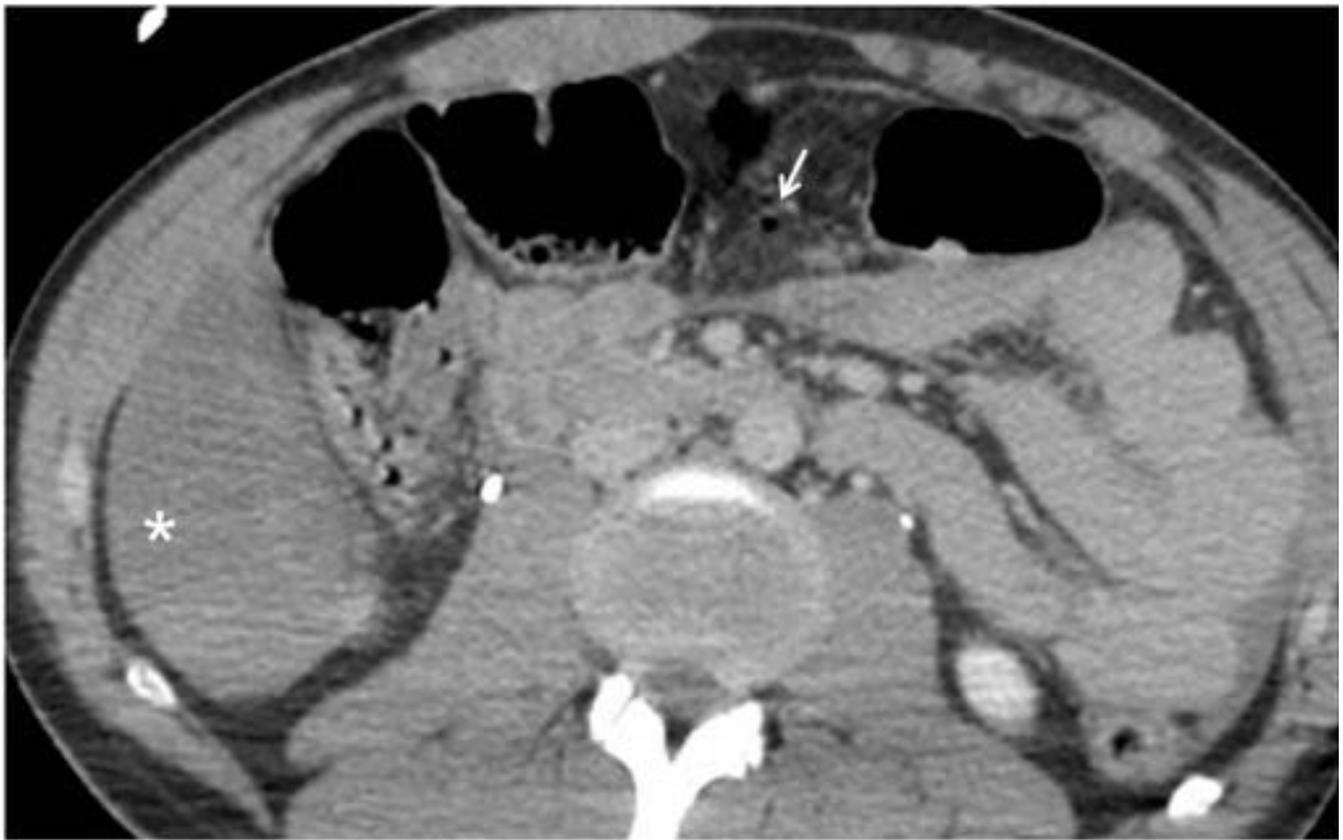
TC de abdomen y pelvis con contraste i.v. en fase tardía en paciente con traumatismo abdominal cerrado donde se aprecia líquido peritoneal de alta densidad compatible con hemoperitoneo (asterisco) y burbuja de gas extraluminal (flecha) como signos indirectos de lesión intestinal postraumática.
